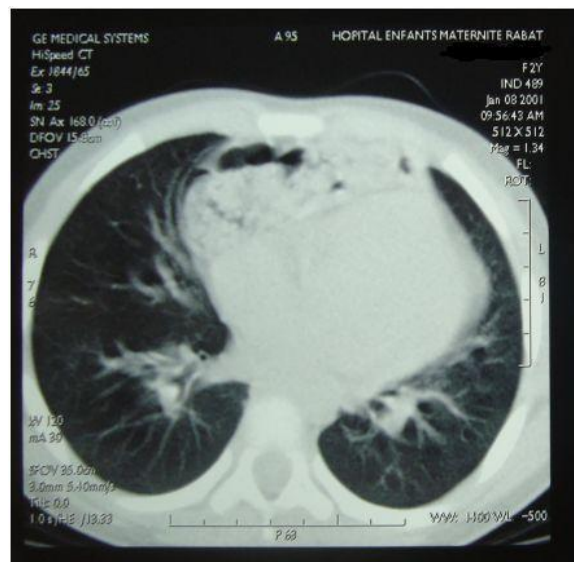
Patient 3: TDM thoracique montrant une hernie diaphragmatique antérieur
